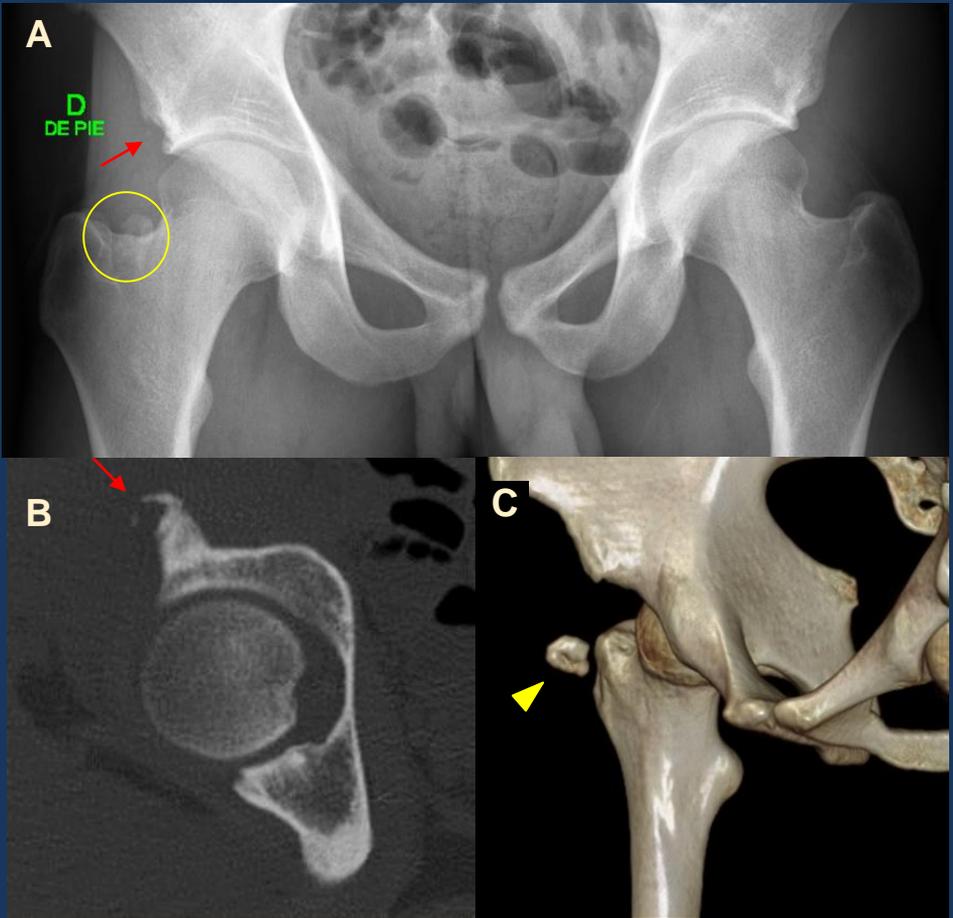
Se ilustra secuela de avulsión. La RX (A) y TC (B, C) demuestra la presencia de una irregularidad cortical con fragmentos óseos adyacentes a la espina ilíaca anteroinferior derecha (*flechas rojas*). Además, se observa osificación de aspecto secuelar a 30 mm de la misma (*círculo amarillo*), mejor visualizada en reconstrucción 3D (C).
